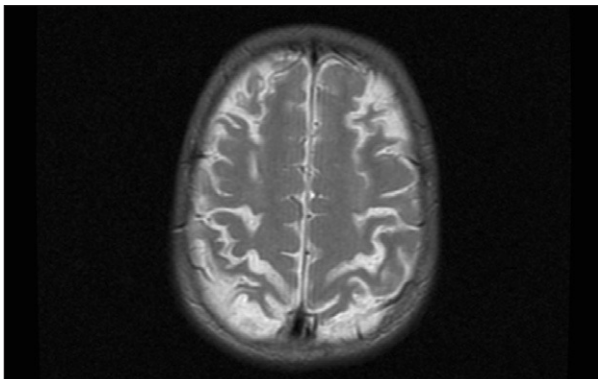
Resonancia magnética: lesiones inflamatorias corticales y subcorticales.
